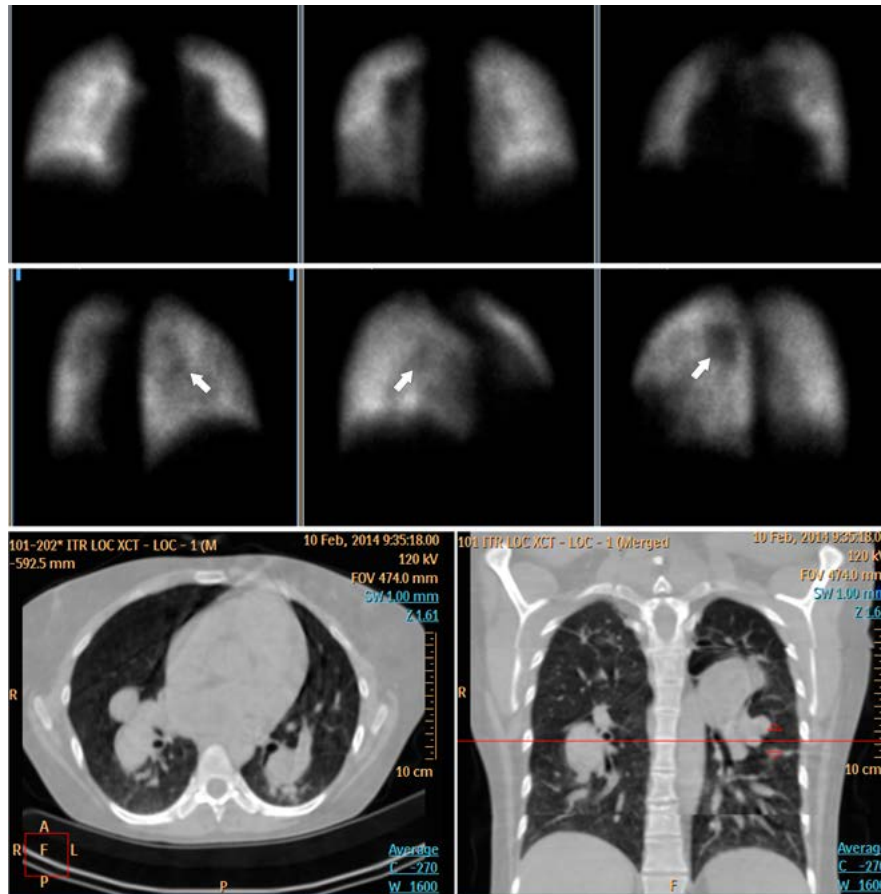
Сцинтиграфическая и КТ-картина при расширении легочных артерий у пациентки с ИЛГ. Тени ЛА имитируют очаговые дефекты перфузии в косых и боковых проекциях .
